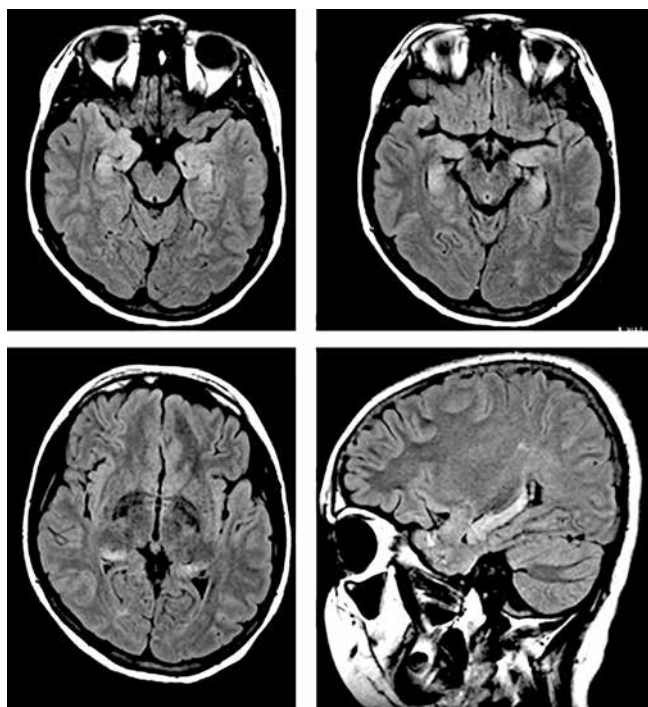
Пациентка Н. Магнитно-резонансная томография головного мозга: гиперинтенсивность сигнала от гиппокампов. Обращают на себя внимание усиление сигнала от гиппокампов в режиме FLAIR и некоторое увеличение гиппокампов в объеме
